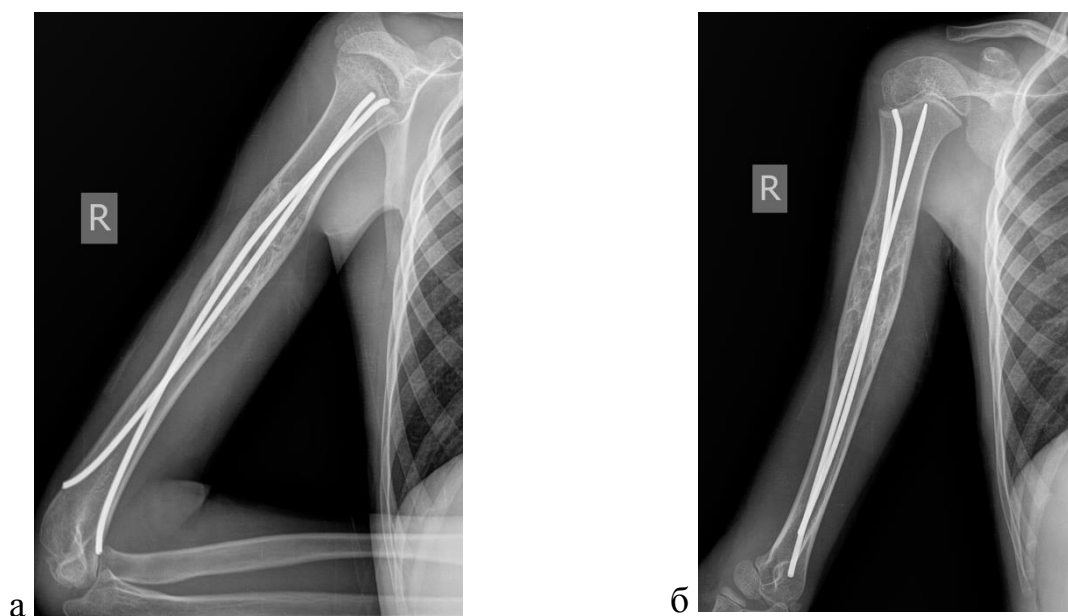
Больной В. Рентгенограммы правой плечевой кости в прямой (а) и боковой (б) проекциях спустя 3 месяца после проточного дренирования.
